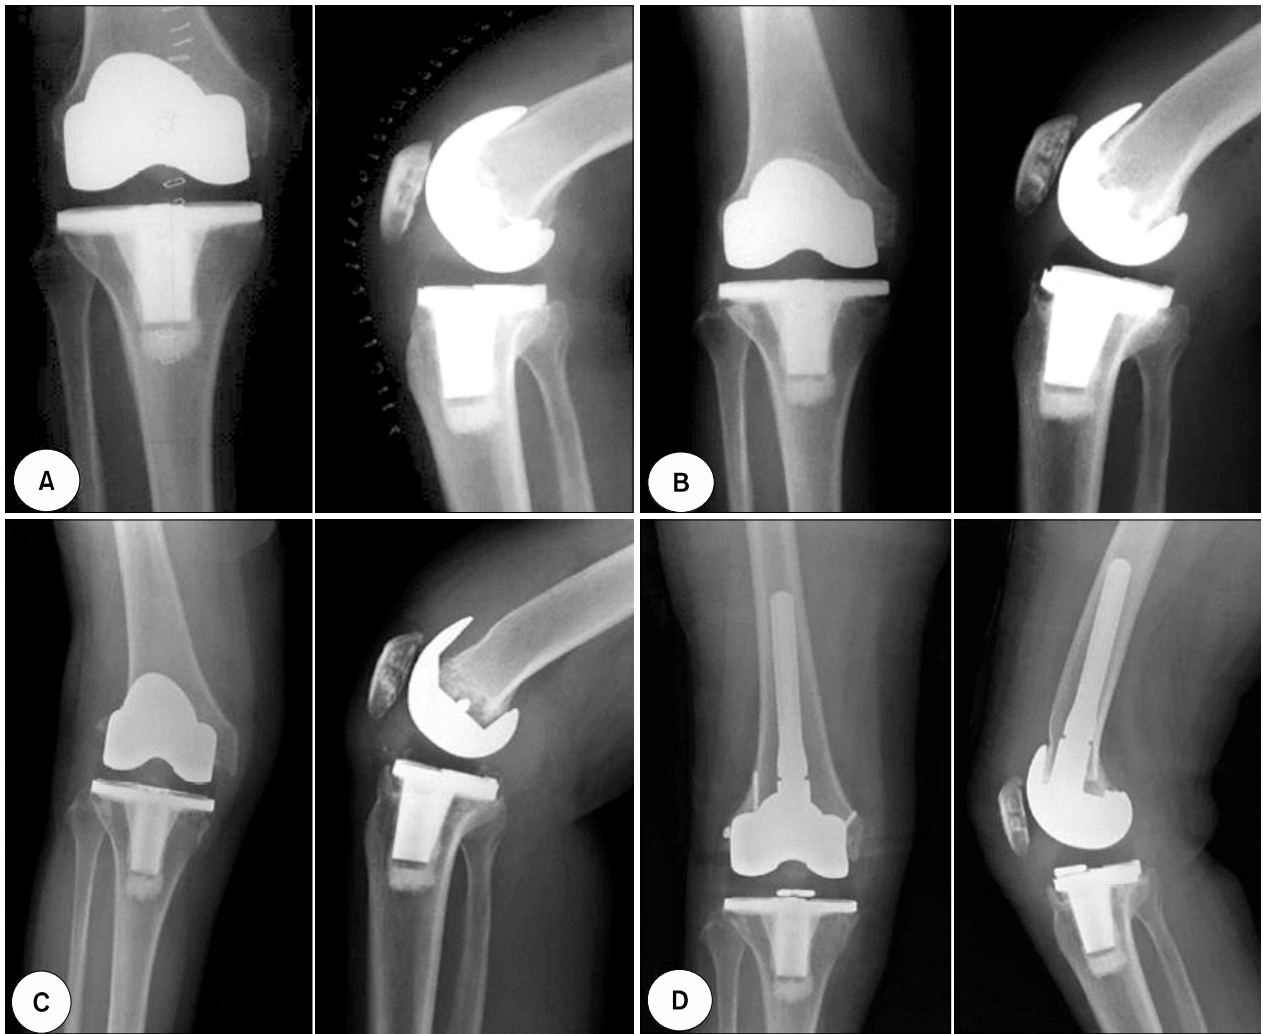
Radiographs of the early loosening of femoral component: (A) immediate postoperative anteroposterior and lateral radiographs with the PS type TKA in a 56 years old female with osteoarthritis (B) postoperative 10months anteroposterior and lateral radiograph (C) postoperative 42 months anteroposterior and lateral radiographs showing a gap between the femoral component and femur, (D) Post-revision anteroposterior and lateral radiographs.
